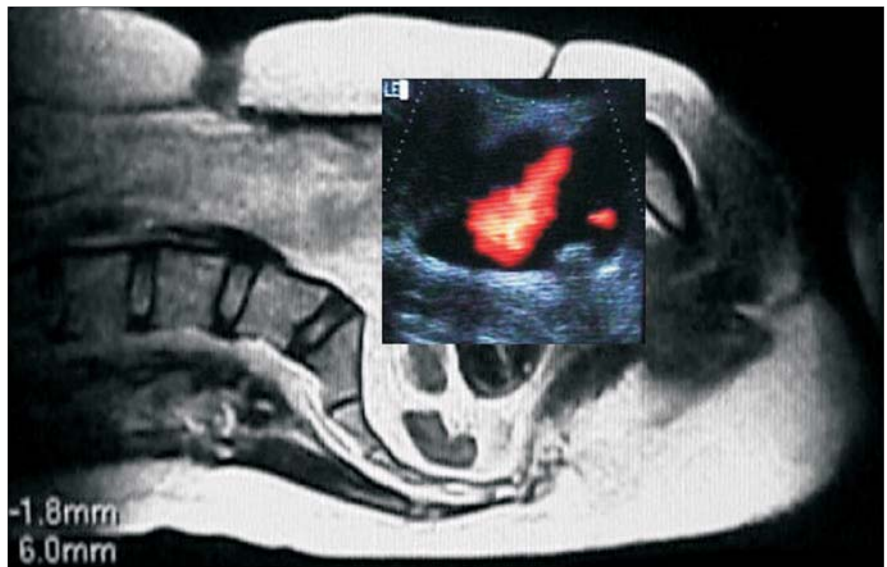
Ultra-sonografia com Doppler colorido ao nível da bexiga, no plano longitudinal, evidenciando jato urinário intravesical.
